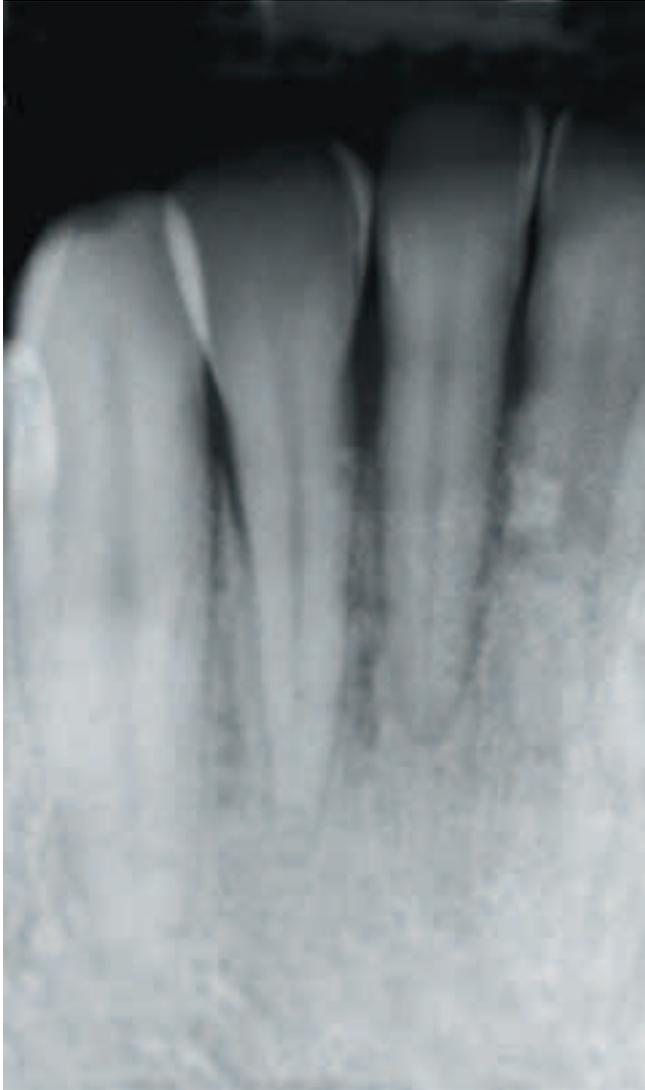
Röntgenologische Darstellung der postoperativen Situation nach 20 Monaten.
